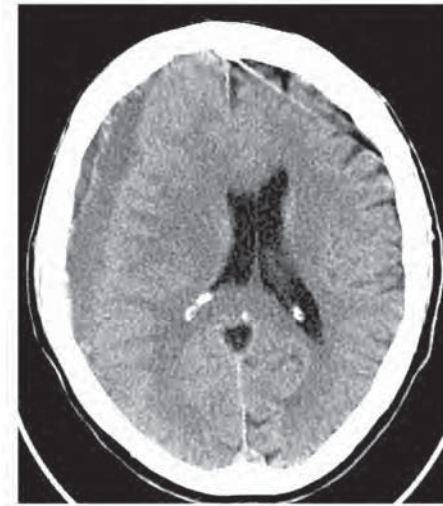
МСКТ-снимок пациента с хронической субдуральной гематомой правой гемисферы
